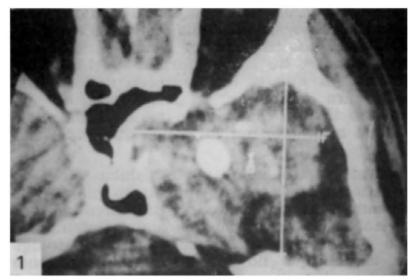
Caso RS. Tomografia computada de cerebro, donde se evidencia tumoración temporal isquierda con calcificaciones en su interior.
